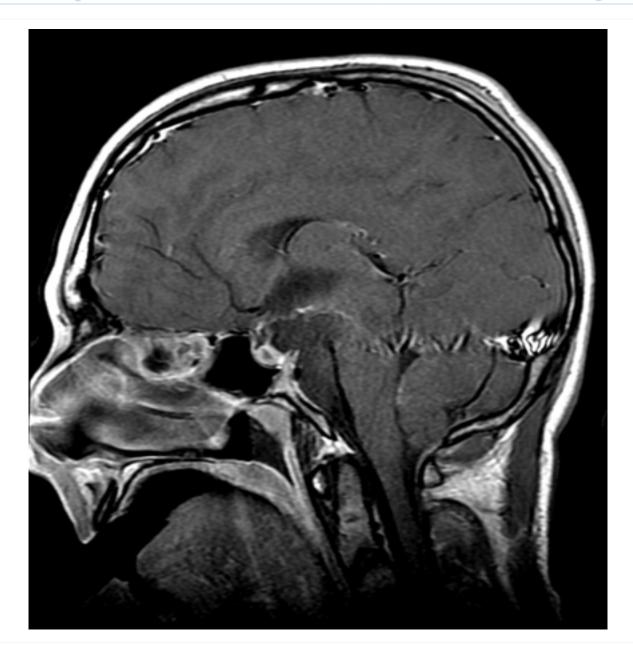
Craniofaringioma: ressonância nuclear magnética (RNM) sagital pós-contraste
